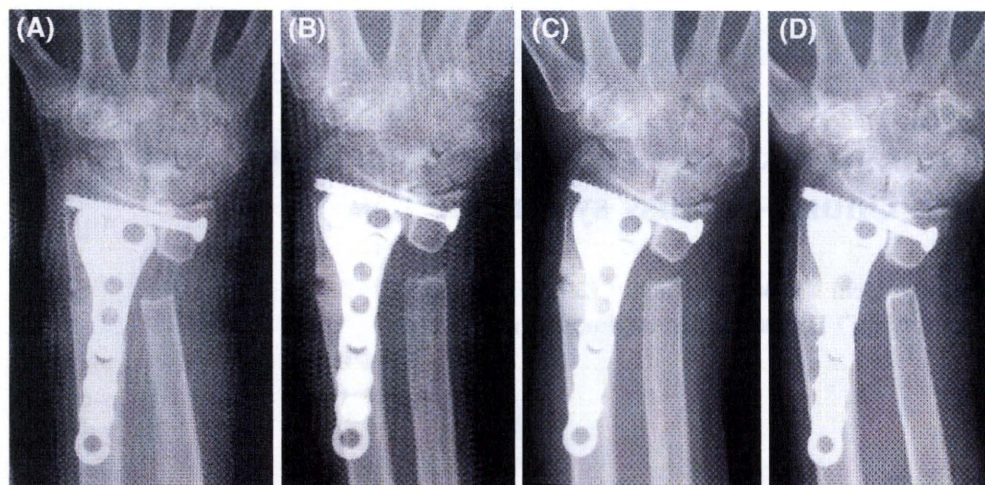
Sequential radiographic changes after osteosynthesis.
